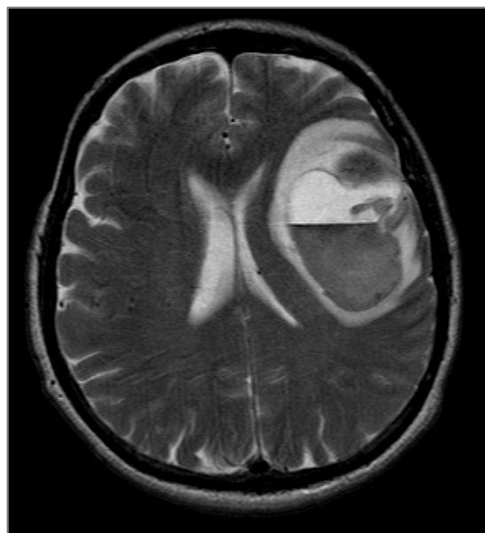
imazh i RM T2 ne plan horizontal *metastazë cerebrale nga melanoma*.
